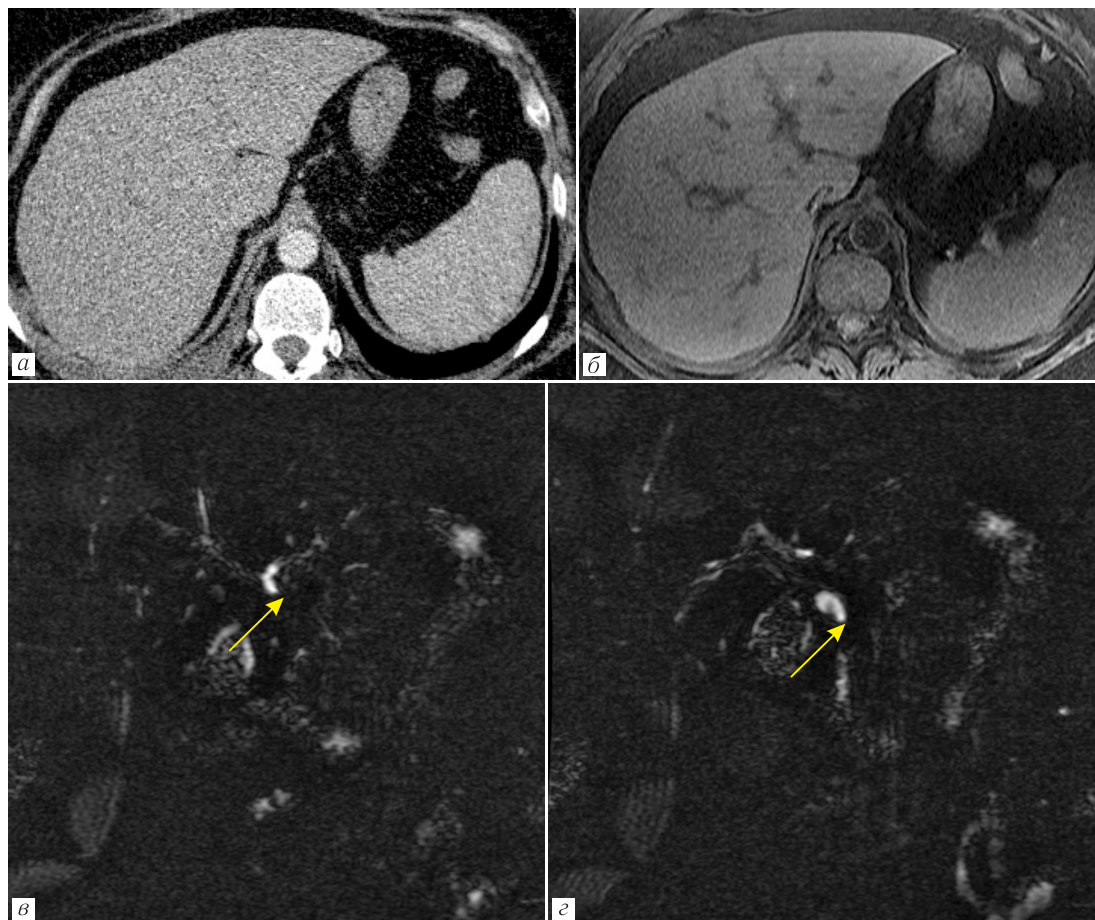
Нет признаков расширения желчных протоков при КТ-исследовании, венозная фаза, аксиальный срез (а), и наличие признаков билиарной гипертензии на МРТ, аксиальный срез T1-FSPGR FatSat (б), разница между исследованиями 3 дня. Обрыв просвета общего печеночного протока (в), и проксимальных отделов холедоха (г) (желтые стрелки) на МРХГ
